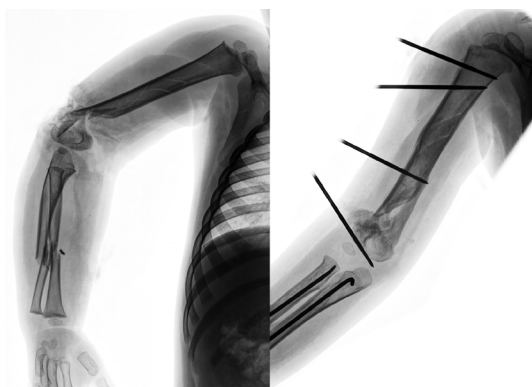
Radiografías de la extremidad superior de un niño de 4 años, con una lesión denominada "codo flotante": fractura de diáfisis humeral y de antebrazo ipsilateral, derecho. Tratado con enclavado endomedular elástico a antebrazo y fijador externo a húmero
